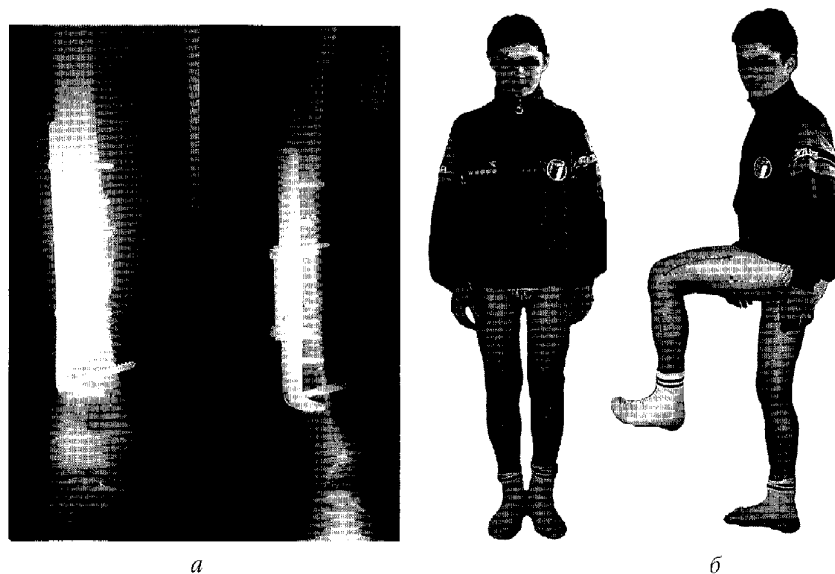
Хворий С. та його рентгенограми: а – рентгенограми через 1,5 міс. після операції; б – фото хворого в цей період
